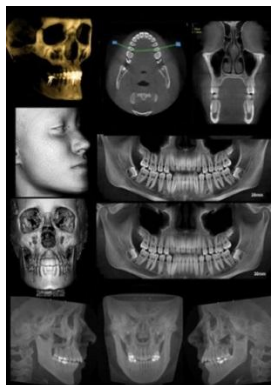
Diferentes cortes que se pueden realizar con la tomografía de haz cónico
